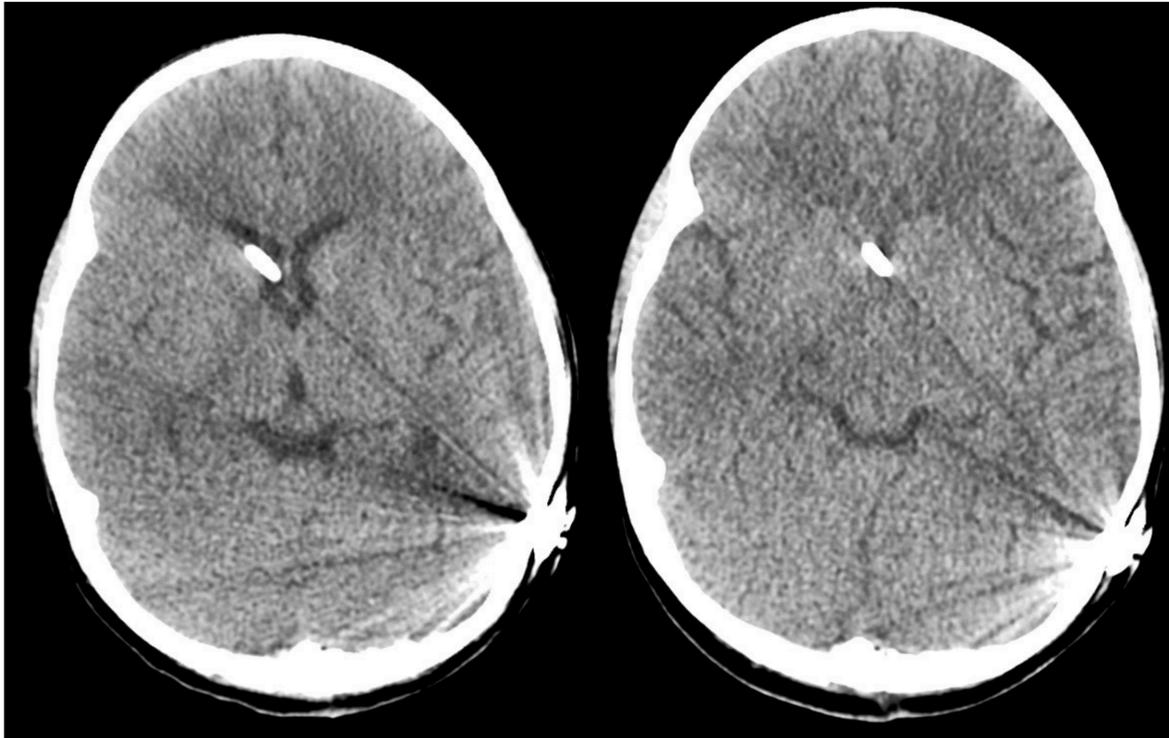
TC de cráneo sin contraste IV.
